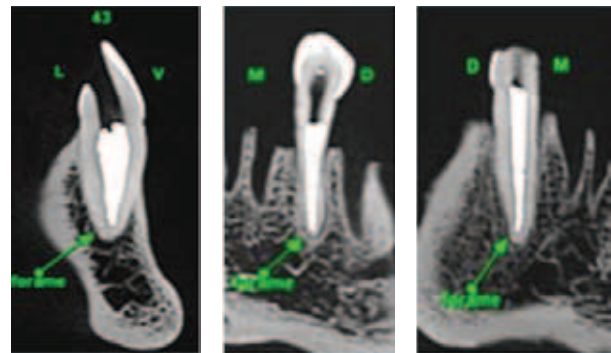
Real localização do forame visto em tomografia computadorizada (cone beam)
